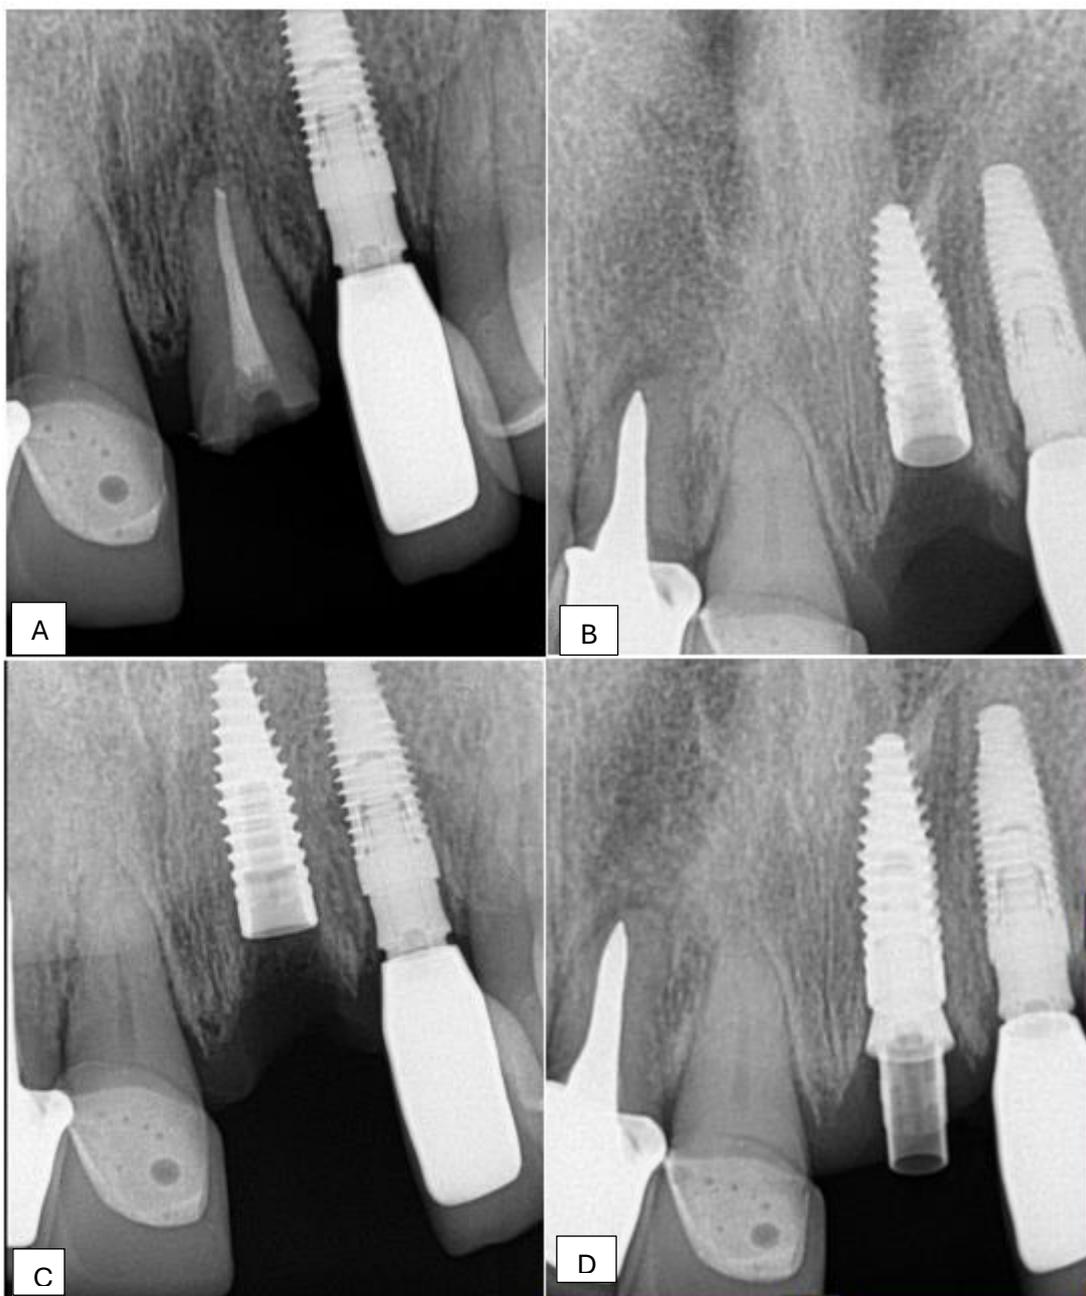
Raio X periapical do dente 21 (A), Raio X periapical do implante instalado após exodontia (B e C), prova do componente protético vario base (D).
